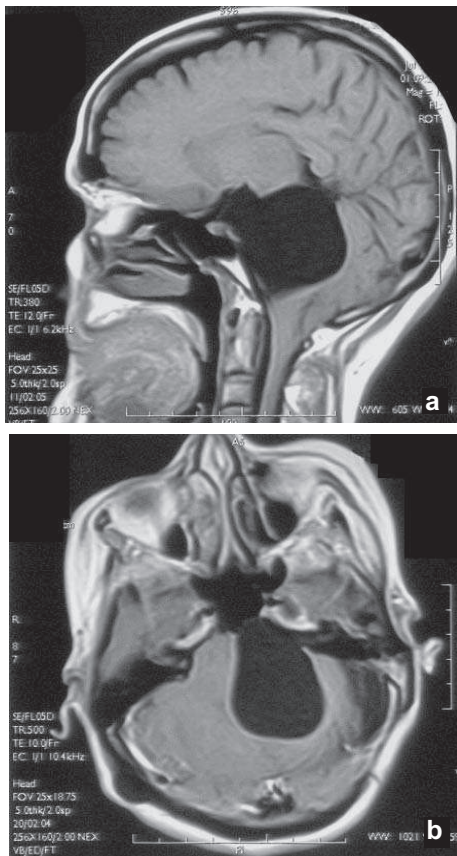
IRM de contrôle T1 sagittal (a) et T2 Axial (b) : engagement amygdalien.
